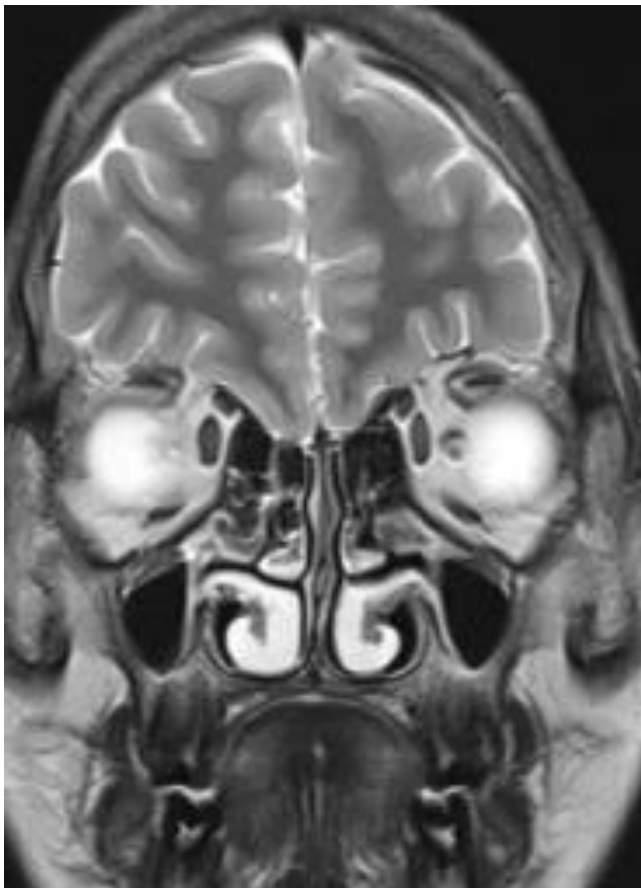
Coronal T2. RM de um rapaz com SK. Jana M et al. *Kallmann syndrome in a adolescent boy* (adaptado)<sup>25</sup>
